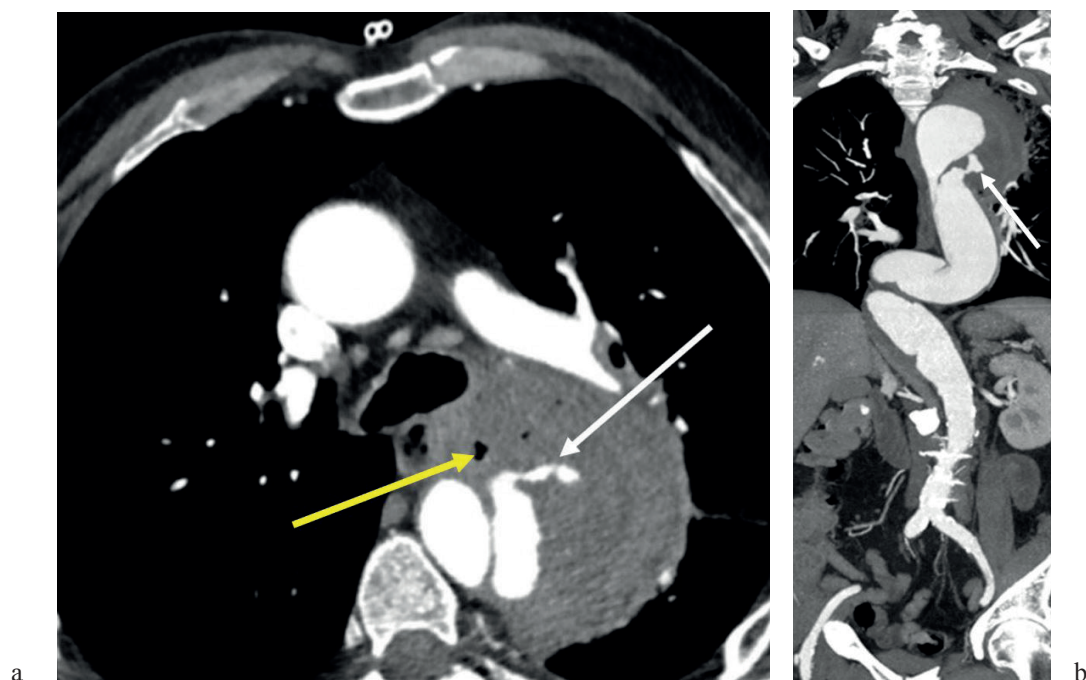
КТ-ангиография аорты:
